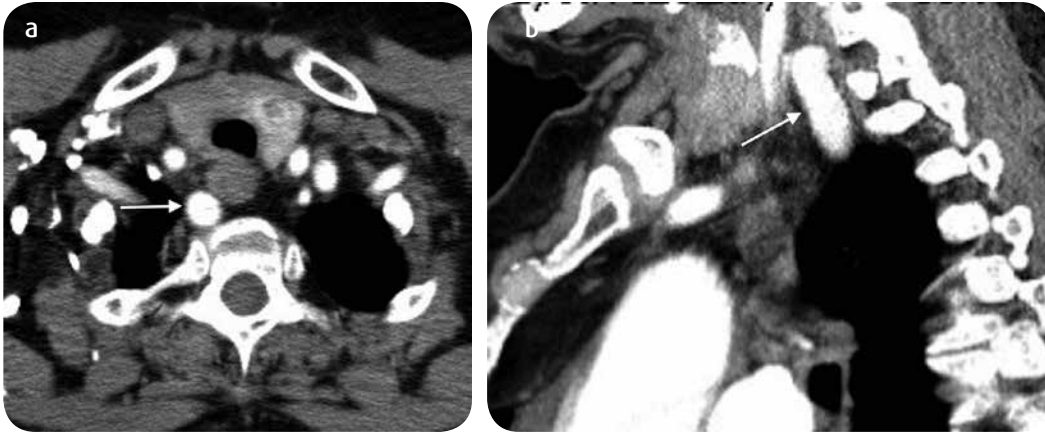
a) TC corte axial y b) reconstrucción sagital. Se observa recorrido retroesofágico (aberrante) de la arteria subclavia derecha (flecha).
